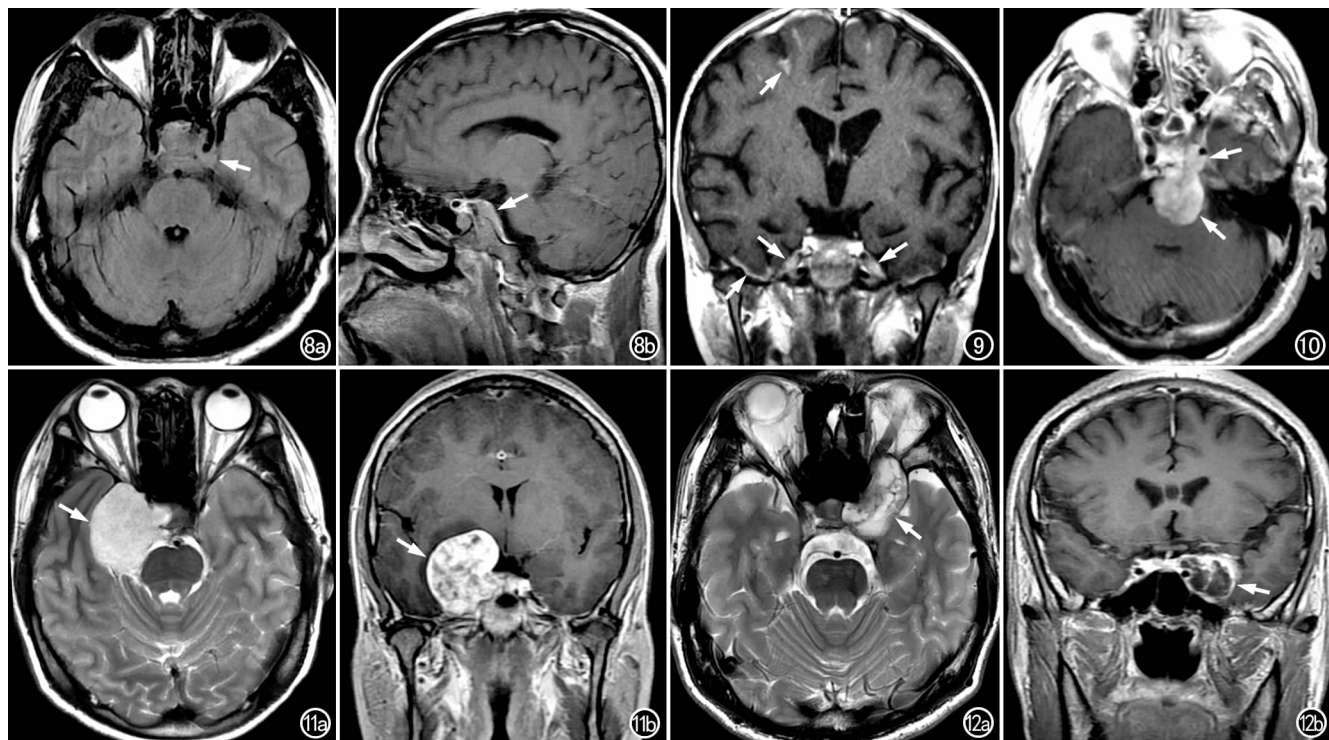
小细胞肺癌海绵窦转移。a) 横轴面 FLAIR 示左侧海绵窦等信号肿块(箭)包绕颈内动脉; b) 矢状面增强扫描示肿块明显强化(箭)并延伸至鞍背脑膜。图 9 白血病侵犯海绵窦,冠状面增强扫描示双侧海绵窦外侧壁增厚、强化(长箭),右侧中颅凹底及双侧额叶多发异常强化灶(短箭)。图 10 软骨肉瘤。增强扫描 T_1WI 示斜坡-左侧海绵窦区明显强化肿块(箭)。图 11 右侧海绵窦海绵状血管瘤。a) T_2WI 示右侧海绵窦高信号肿块(箭); b) 冠状面增强 T_1WI 示右侧海绵窦明显不均匀强化肿块(箭),向鞍内及鞍上延伸。图 12 左侧海绵窦表皮样囊肿。a) 横轴面 T_2WI 示左侧海绵窦不均匀高信号肿块(箭),边缘清楚; b) 冠状面增强 T_1WI 示左侧海绵窦肿块(箭)囊壁强化,囊内条索状增强。
